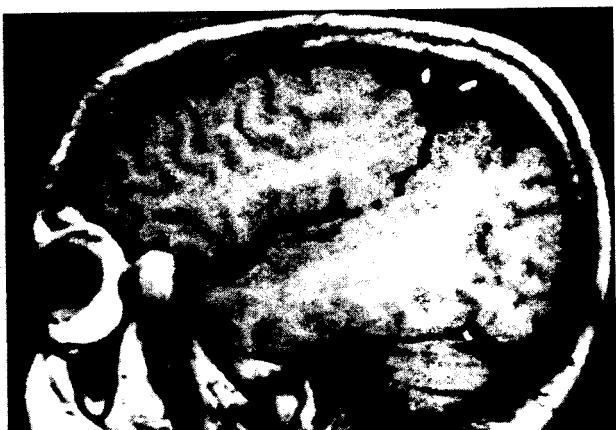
Congenital bilateral perisylvian syndrome(CBPS). Sagittal MRI shows opercular involvement with thick cortex representing polymicrogyria.
